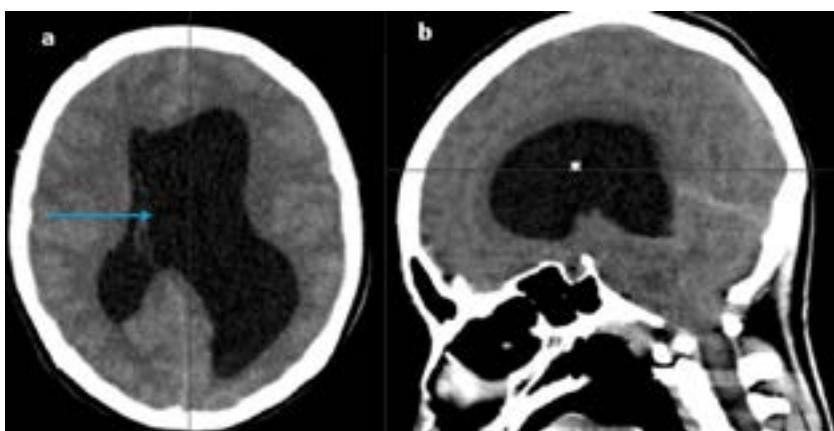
Tomografía de cráneo simple (a: corte axial; b: corte sagital) en la que se observa hipoplasia de ventrículo lateral derecho (flecha) y dilatación del sistema ventricular supratentorial (asterisco), hallazgos compatibles con estenosis del acueducto de Silvio.
